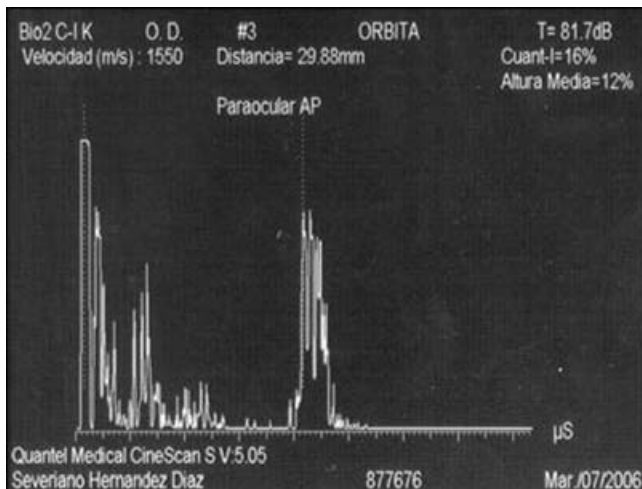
Ecografía con modo A estandarizado en la cual se observa una reflectividad media baja, irregular con cierta atenuación. Borde posterior bien definido. Signos de vascularidad presentes.
